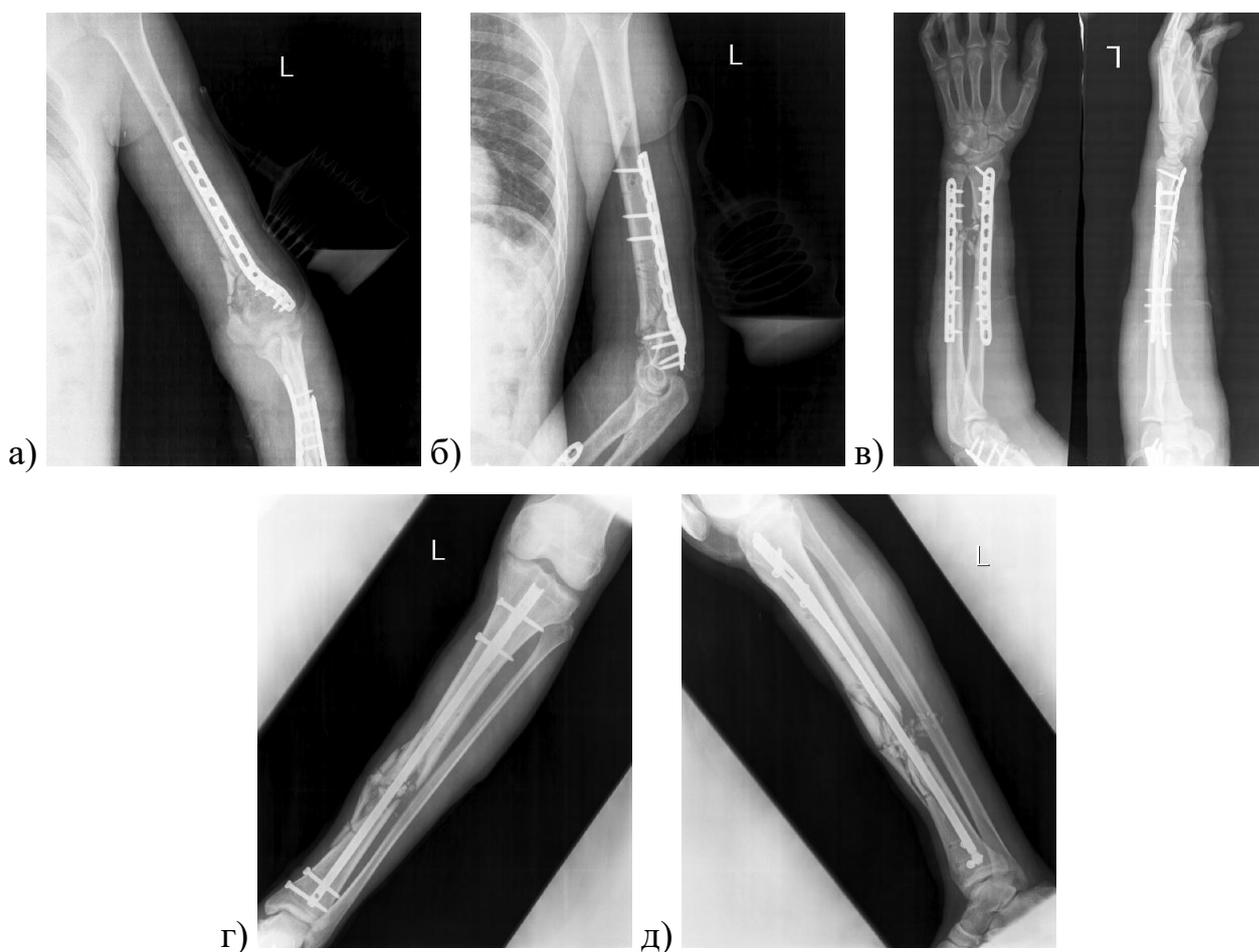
Раненый Я., 31 год: а, б) рентгенограммы левого плеча после внутреннего остеосинтеза; в) рентгенограммы левого предплечья; г, д) рентгенограммы левой голени после остеосинтеза гвоздем с блокированием
